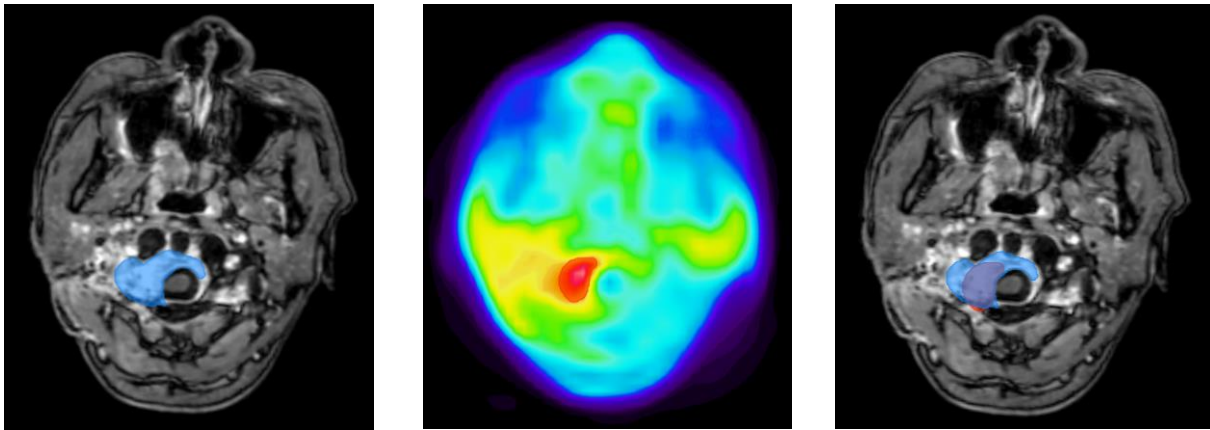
GTV-Konturierung für die volumetrische Analyse: Das *GTV\_MRT+CT* wurde allein anhand von Informationen aus CT und MRT konturiert (blaues GTV; links). Für das *GTV\_final* wurde zusätzlich die [68Ga]-DOTANOC-PET-Bildgebung berücksichtigt (rotes GTV; Mitte). Das rechte Bild zeigt die Überschneidung beider GTVs auf dem MRT.
